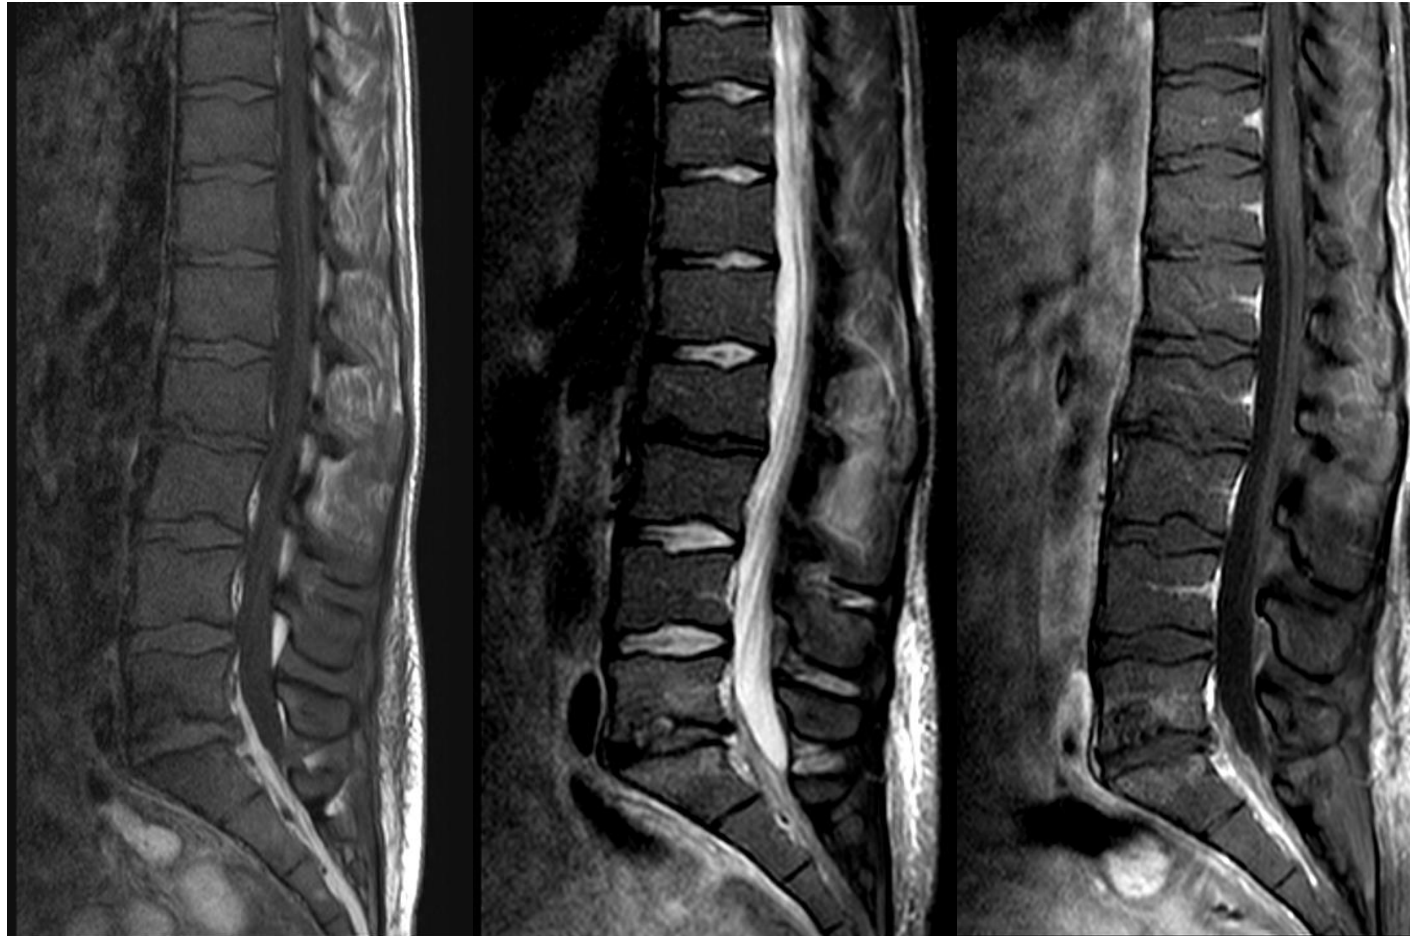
RM columna lumbar. De izquierda a derecha: T1 TSE, T2 TSE STIR y T1 TSE fat-sat post contraste. Leves signos de edema óseo en cuerpos vertebrales L5 y S1, con destrucción parcial del platillo inferior de L5 y leve realce tras la administración de contraste. Estos hallazgos corresponden a espondilodiscitis aguda en paciente con sepsis por *Staphylococcus aureus*.
